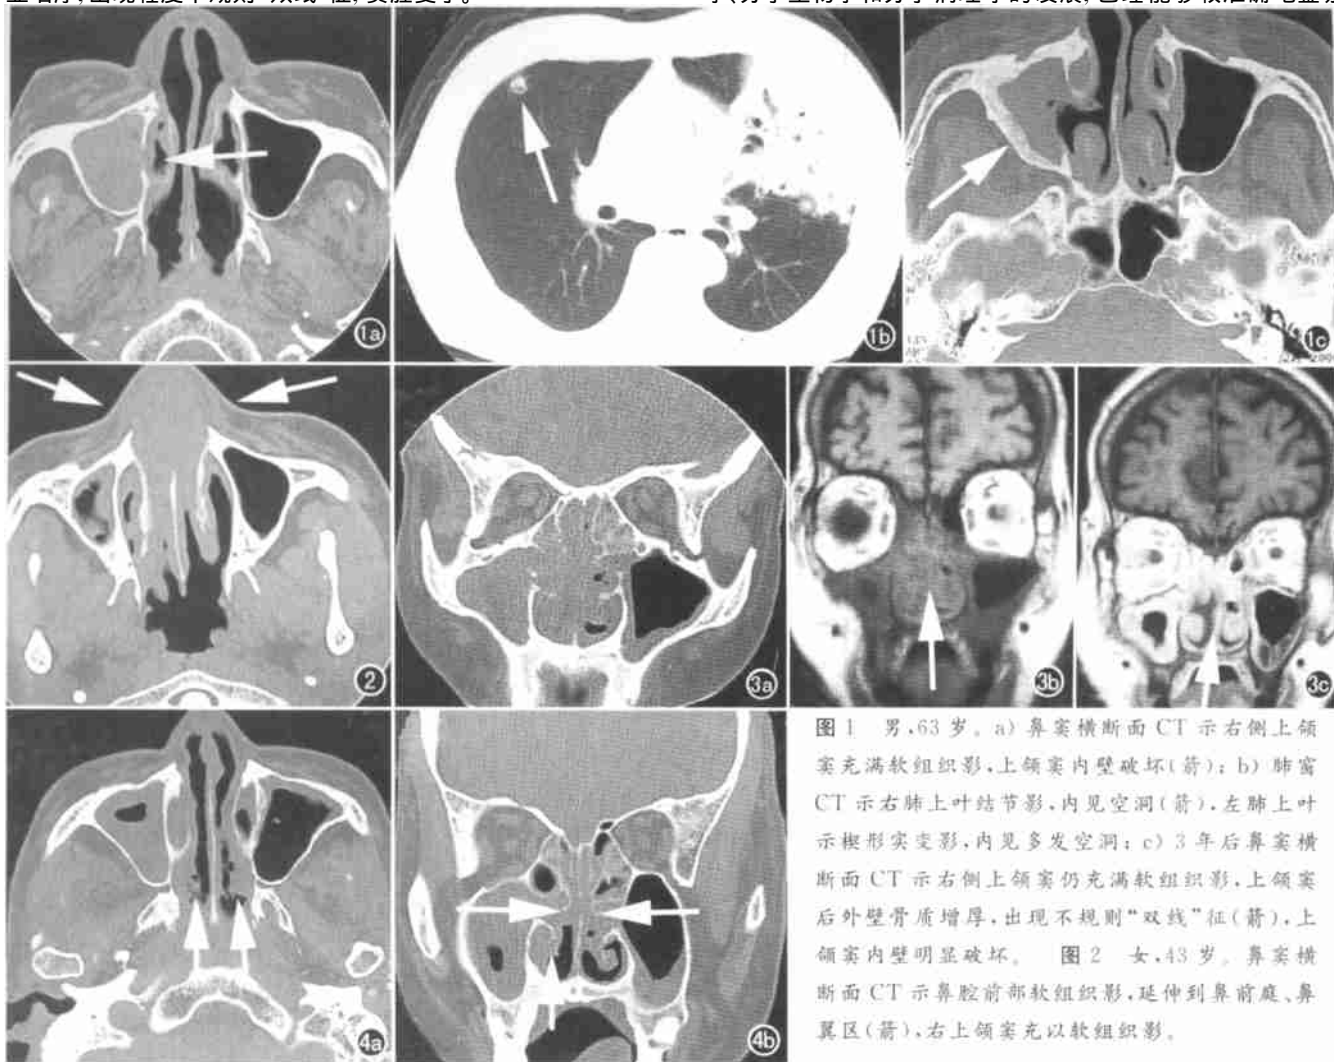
男, 63 岁。a) 鼻窦横断面 CT 示右侧上颌窦充满软组织影, 上颌窦内壁破坏(箭); b) 肺窗 CT 示右肺上叶结节影, 内见空洞(箭), 左肺上叶示楔形实变影, 内见多发空洞; c) 3 年后鼻窦横断面 CT 示右侧上颌窦仍充满软组织影, 上颌窦后外壁骨质增厚, 出现不规则“双线”征(箭), 上颌窦内壁明显破坏。图 2 女, 43 岁。鼻窦横断面 CT 示鼻腔前部软组织影, 延伸到鼻前庭、鼻翼区(箭), 右上颌窦充以软组织影。
